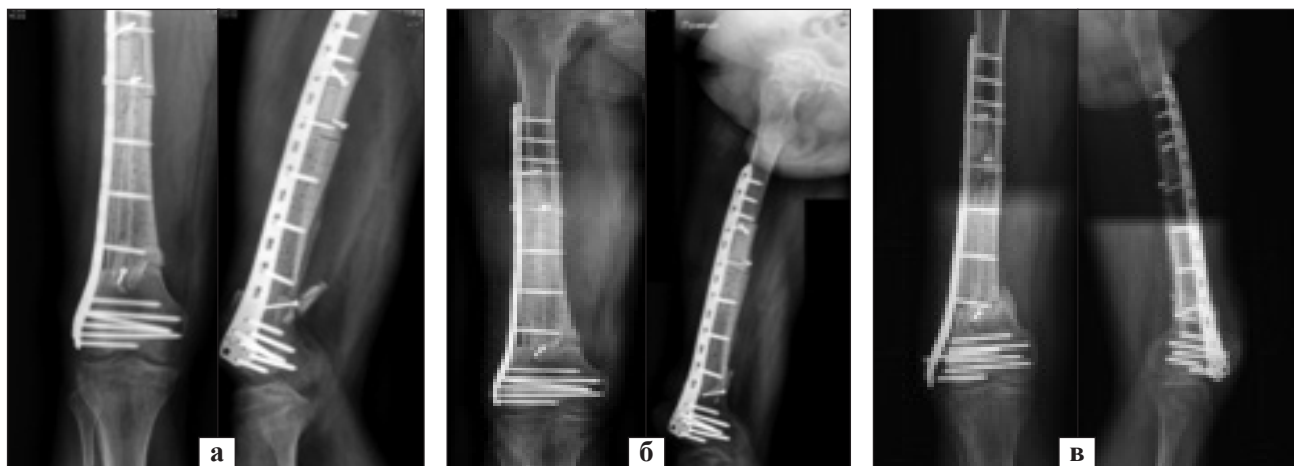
Рентгенограми правого стегна пацієнта К.: а) після операції; б) через рік, задовільне «стояння» алоімплантата й металеві пластини без ознак кісткового ремоделювання; в) через 2 роки, відсутність зрощення алоімплантата й кістки реципієнта в дистальному відділі стегнової кістки, перелом гвинтів і варусна деформація в цій ділянці
